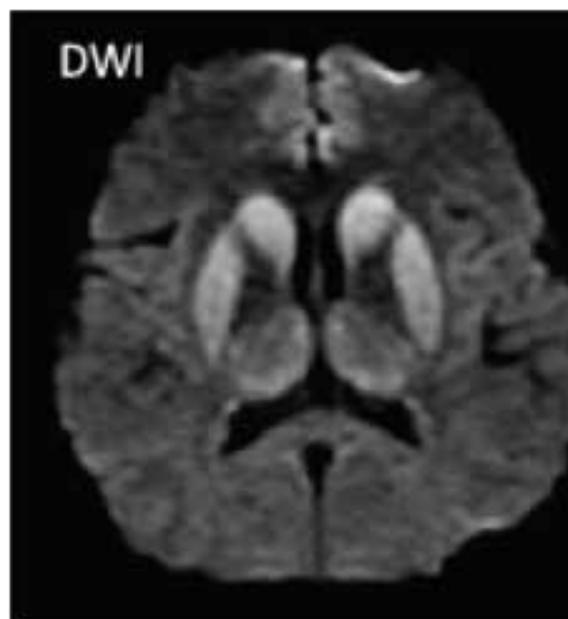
Resonancia Magnética cerebral con secuencia ponderada de difusión. Se observa restricción de la difusión en núcleos de la base, tálamos y en la corteza fronto-medial y el signo pulvinar del tálamo.
